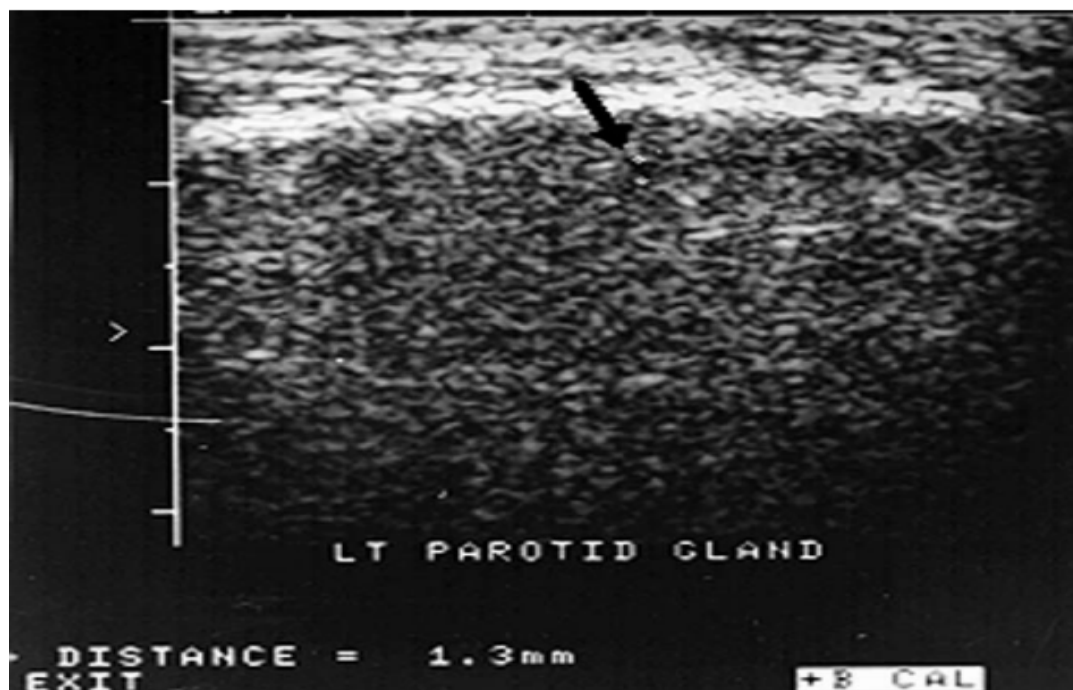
B : Coupe échographique haute résolution longitudinale de la glande parotide gauche montrant le parenchyme homogène normal.
